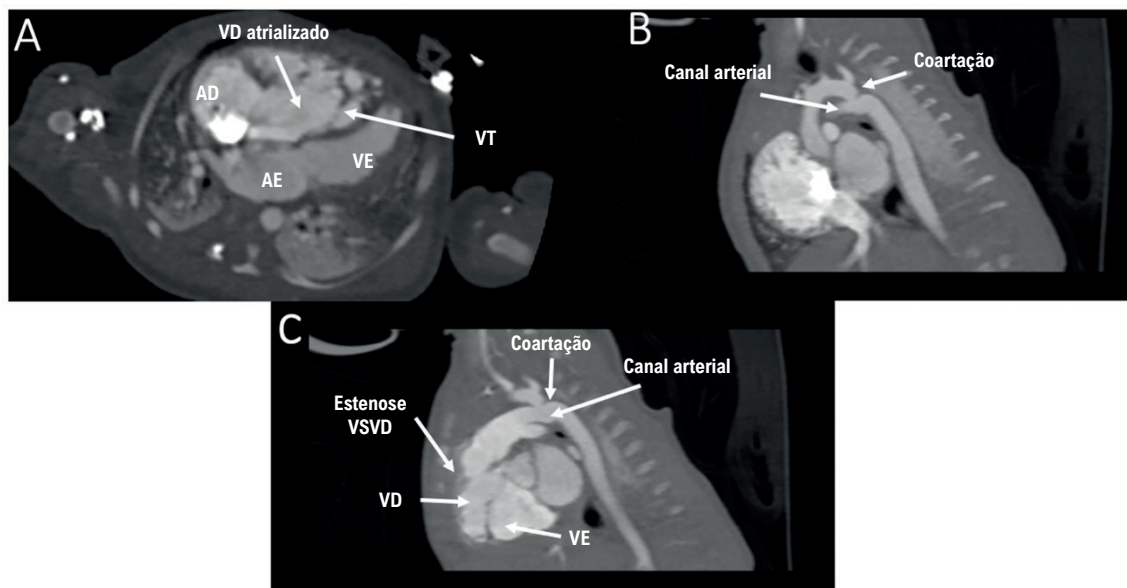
Angiotomografia da aorta. A) Corte transversal evidenciando porção atrializada do ventrículo direito e valva tricúspide com deslocamento apical dos folhetos. B) Corte sagital demonstrando coarctação da aorta. C) Via de saída do ventrículo direito com estenose, canal arterial amplo e coarctação da aorta. VT: Valva Tricúspide; VSVD: Via de Saída do Ventrículo Direito.
